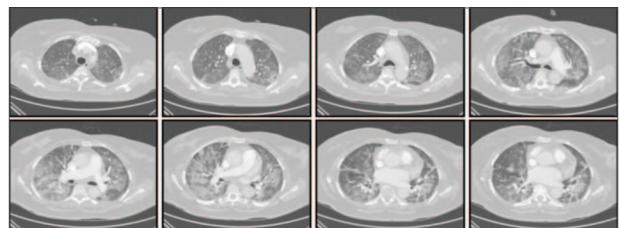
High-resolution computed tomography (HRCT) at admission revealed diffuse bilateral ground-glass opacities.
